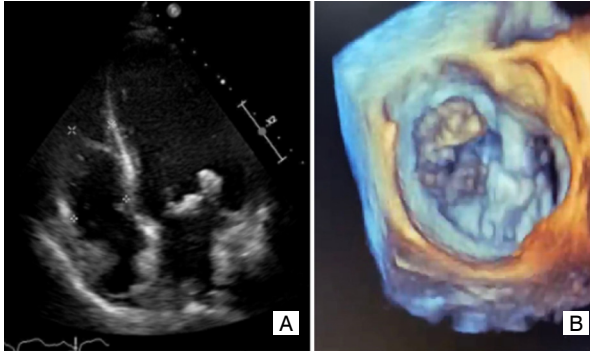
Ecocardiograma Transtorácico bidimensional (A) e tridimensional (B) mostrando a valva mitral com espessamento de suas cúspides e presença de múltiplas imagens ecogênicas aderidas às cúspides anterior e posterior (principalmente segmentos A2 e P2), compatível com vegetação, uma delas medindo 9x8mm.
